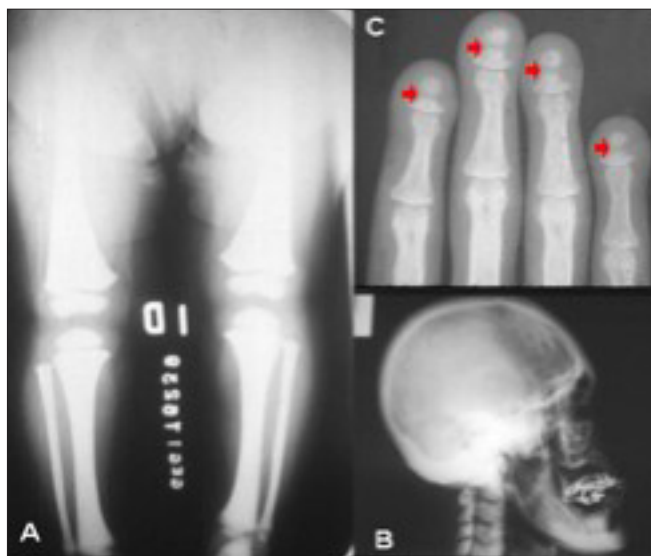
Radiografías de un caso de picnodisostosis. Aumento de la radio-opacidad de las estructuras óseas en todos los estudios. (A) Miembros inferiores desproporcionadamente cortos y muy radio-opacos. (B) Cráneo grande, con la sutura coronal abierta. Nótese la retromicrognatia con el ángulo maxilar obtuso en el que se evidencian signos de osteomielitis. (C) Dedos cortos con imágenes osteolíticas en las falanges terminales. Cortesía del Dr. Antonio Iglesias Gamarra.
